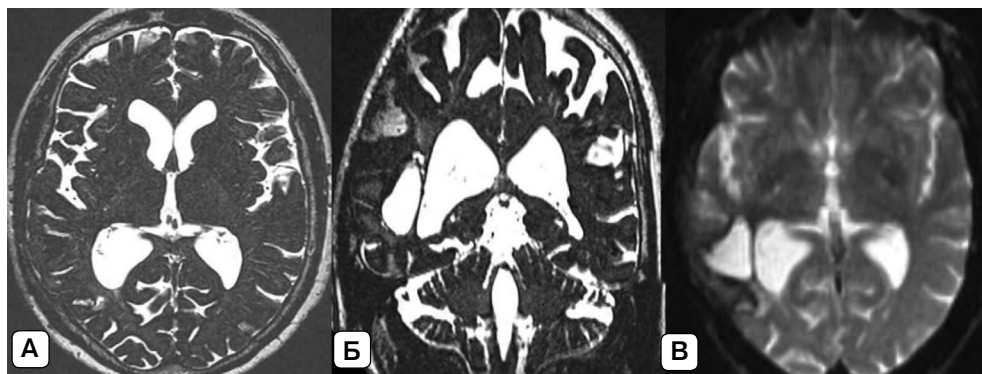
МРТ головного мозга через 3 месяца после операции: А – аксиальная проекция, режим CISS; Б – коронарная проекция, режим CISS; В – аксиальная проекция, режим DWI. Источник: составлено авторами
